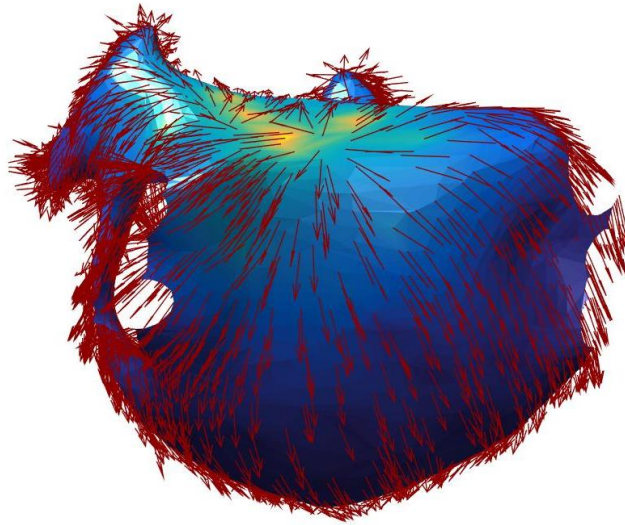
RM y CRM globales.
